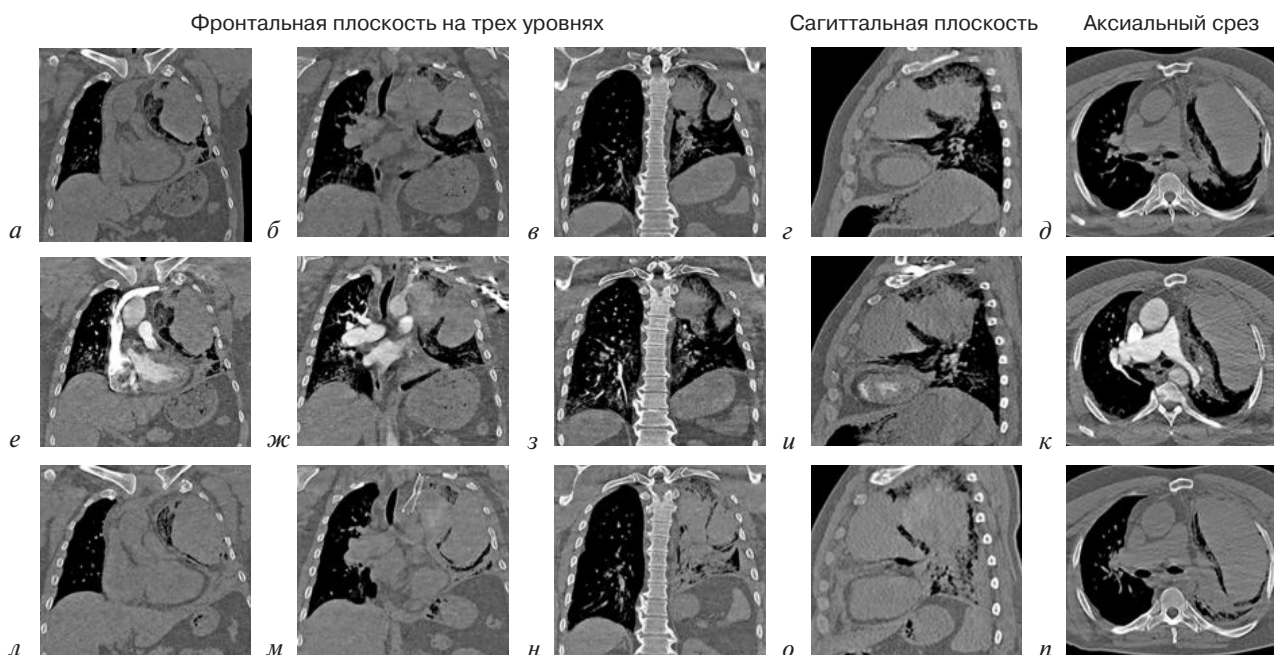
МСКТ органов грудной клетки:
